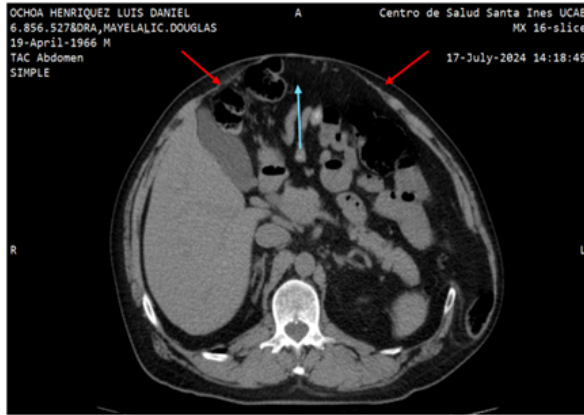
Tomografía computarizada en plano axial revela una solución de continuidad de la aponeurosis (flechas rojas) con eventración abdominal (flecha azul) de contenido de grasa y asas de intestino delgado.
